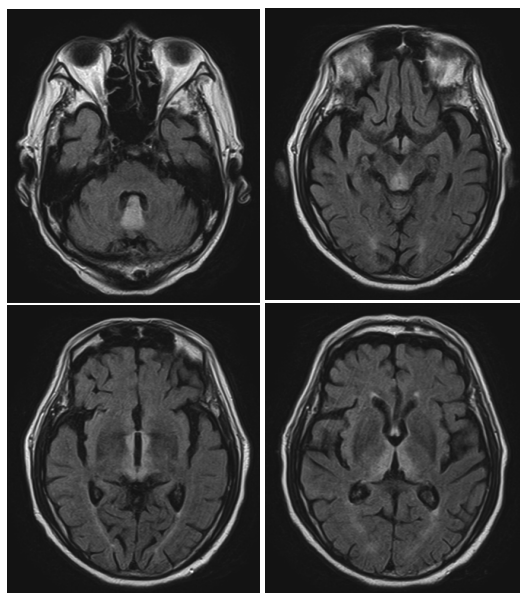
第41病日の頭部MRI画像（FLAIR）：小脳虫部～中脳水道周囲、乳頭体、両側視床内側面にかけて高信号域を認めた
